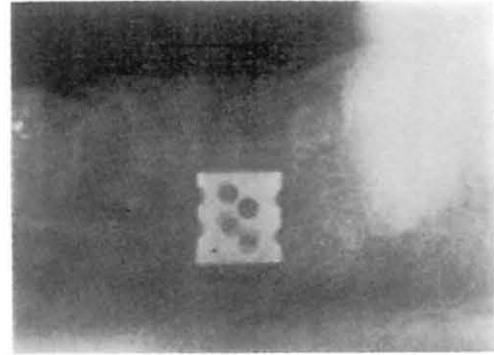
X-ray Image of Test Piece inserted 3 Months ago
